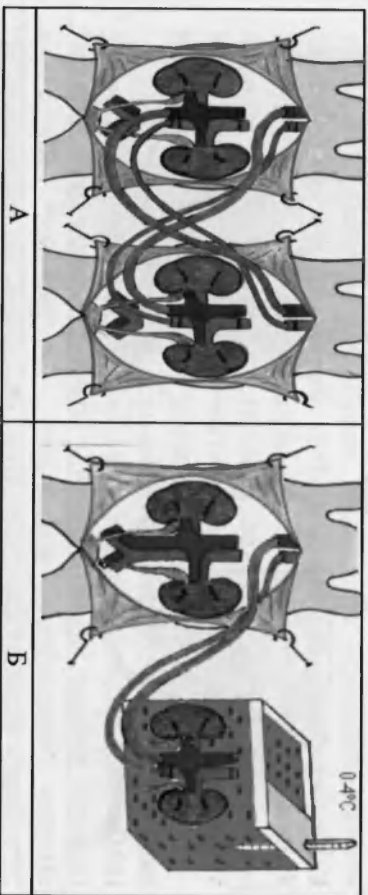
Реперфузия почечного комплекса с помощью «бионасоса» (А) и in situ - модификация способа перекрестным подпочечником «бионасоса» (Б)
